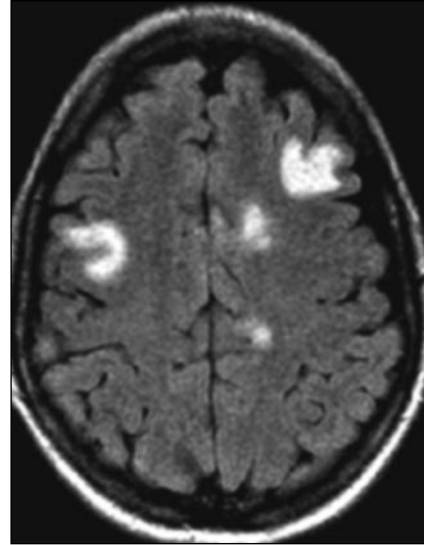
Secuencia transversal ponderada en T2 FLAIR en un paciente con EM clínicamente definida. Se observan lesiones en situación yuxtacortical en ambos lóbulos frontales que afectan a las fibras en U.
